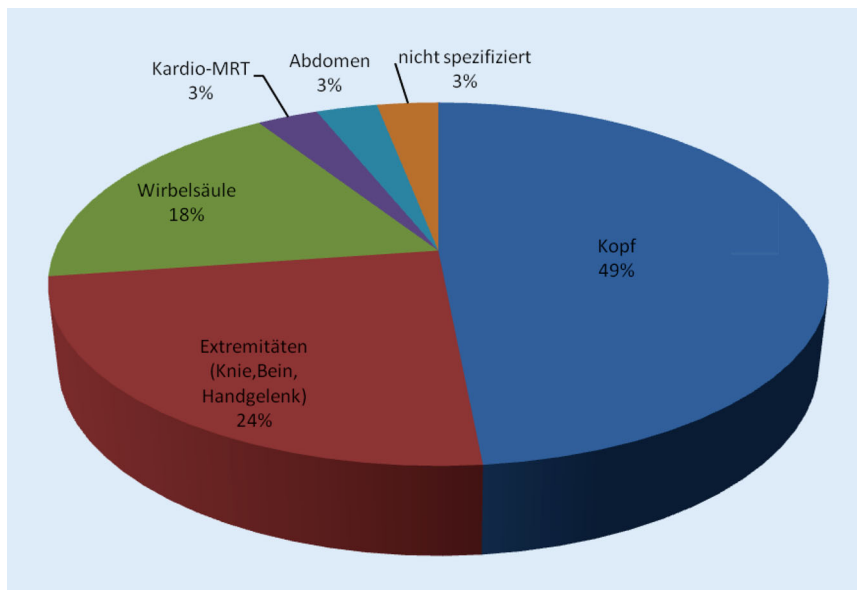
▲ Häufigkeit von MRT-Untersuchungen bei CI-Patienten, differenziert nach untersuchter Körperregion
